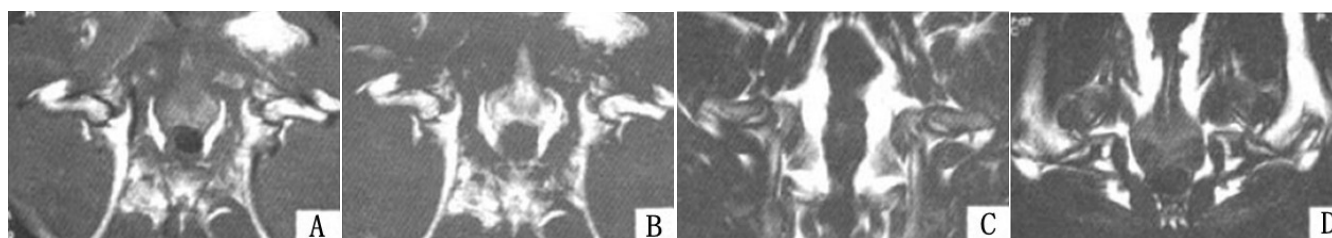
激素及液氮建模组动物模型在第4周及第8周核磁(MRI)检查结果
